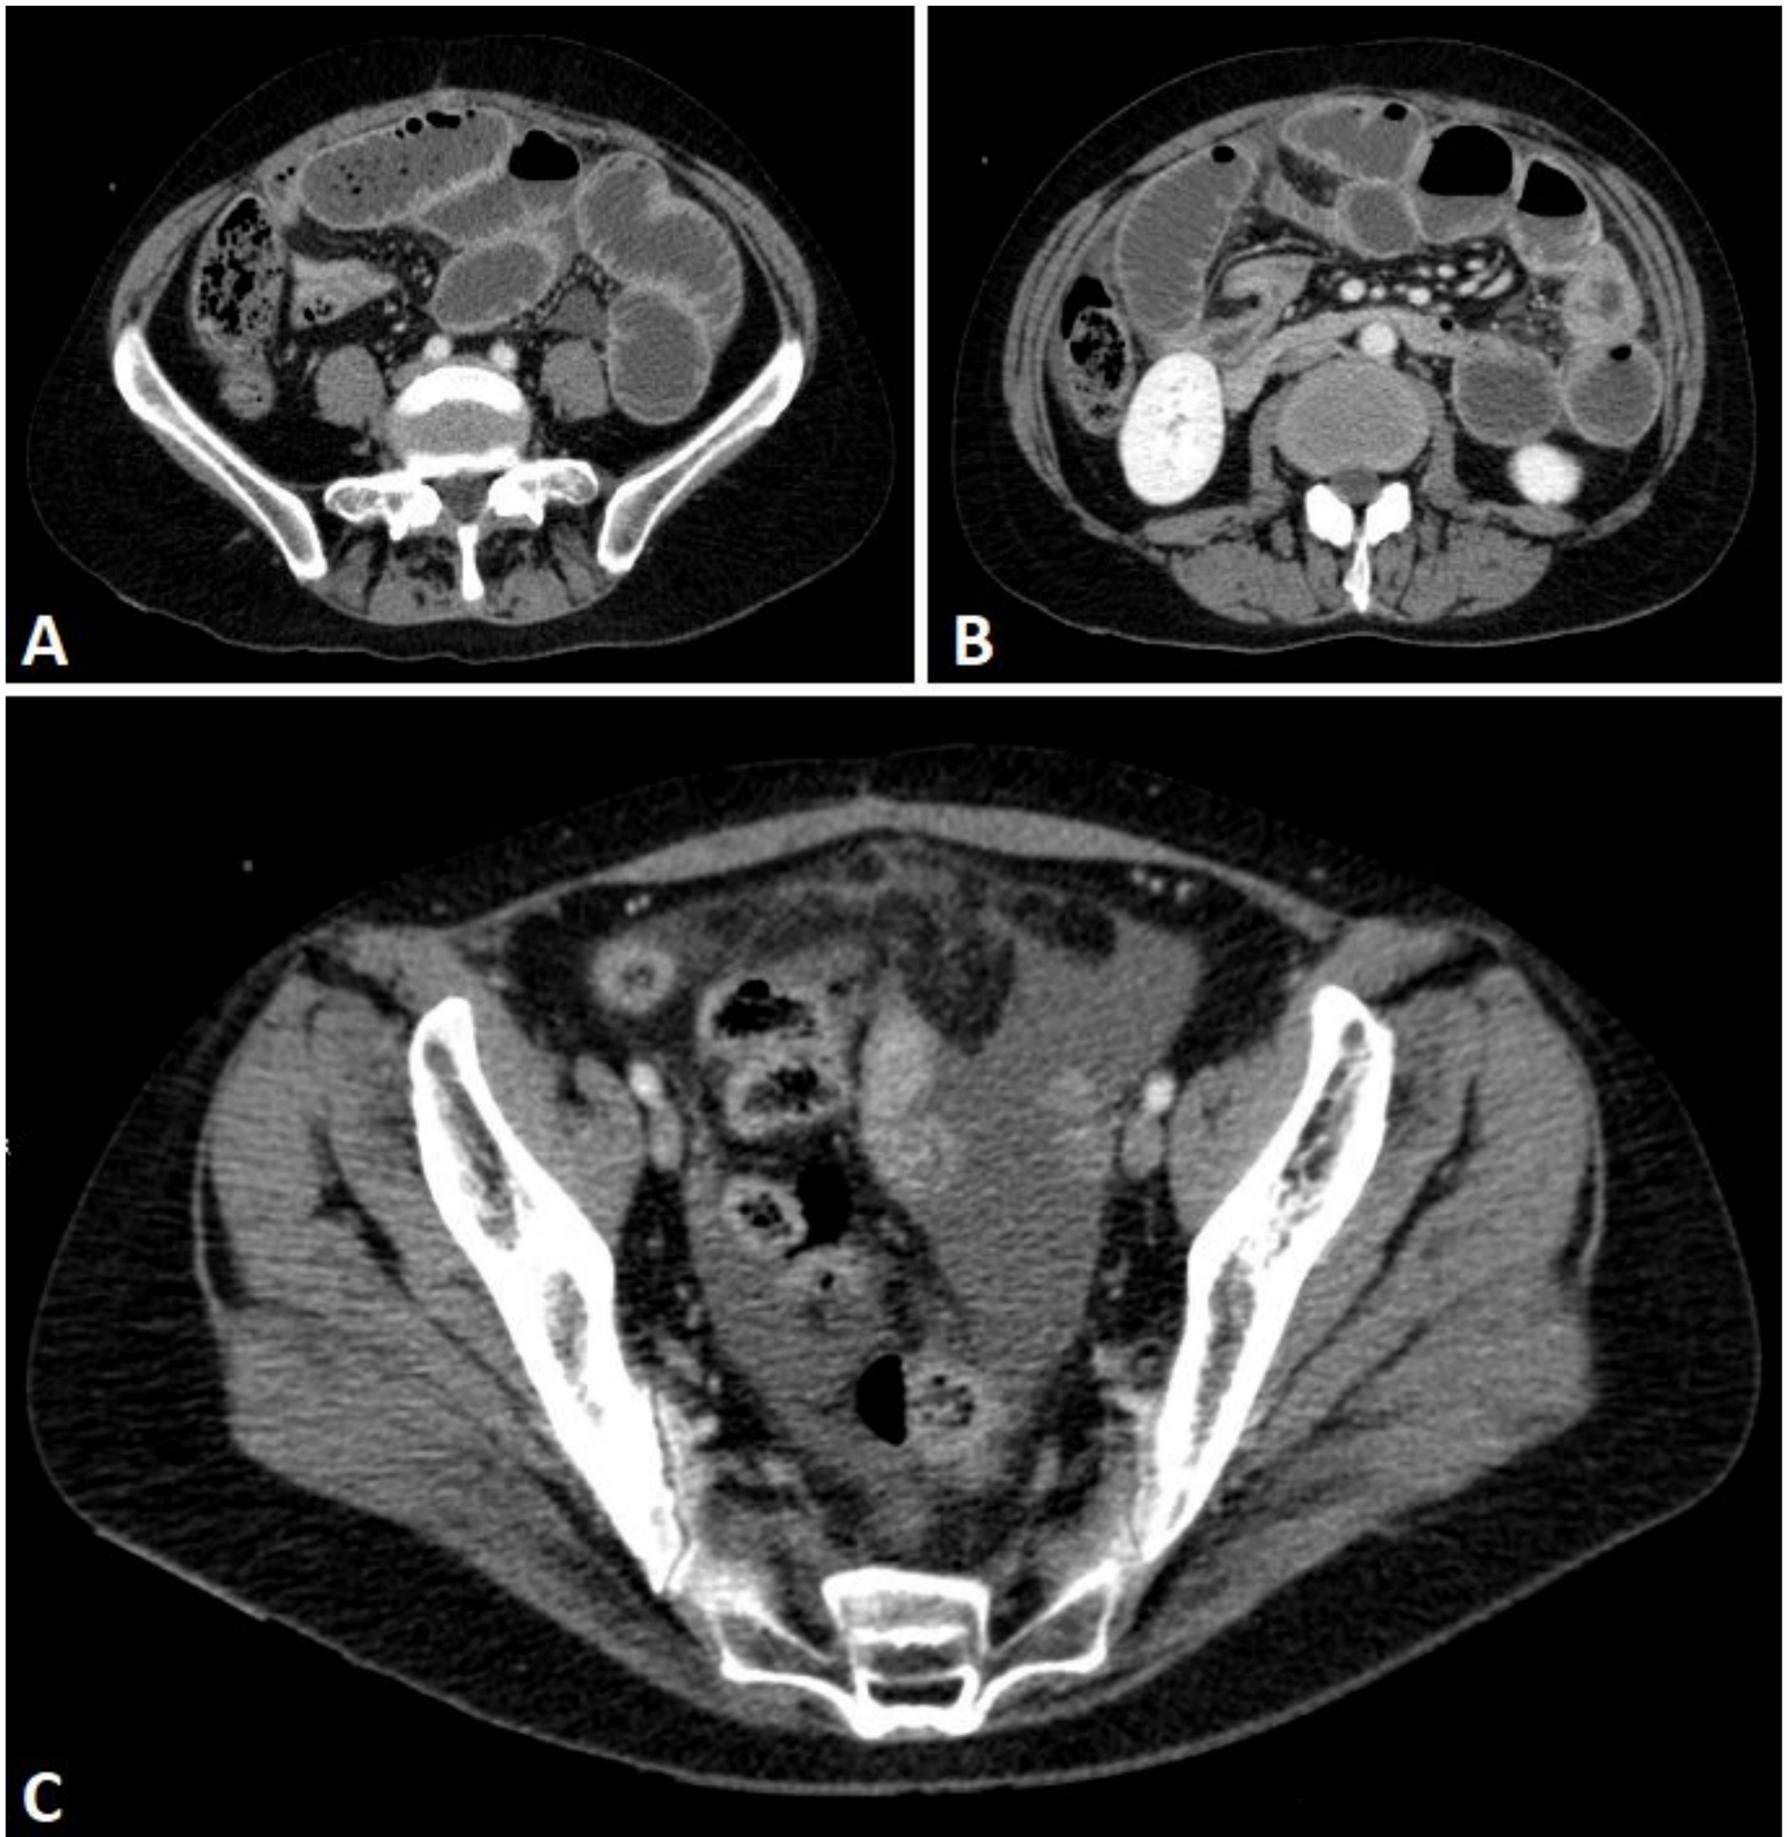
Mesotelioma peritoneal. A y B) TC abdomen y pelvis con contraste I.V, cortes axiales. Dilatación de asas de yeyuno con abundante contenido y realce parietal difuso, apreciándose cambio de calibre abrupto a nivel de unión yeyuno-ileal. C) Continuación de TC anterior, imágenes axiales en pelvis. Moderada cantidad de líquido libre pélvico, destacando formaciones nodulares hiperdensas peritoneales en relación con implantes.
